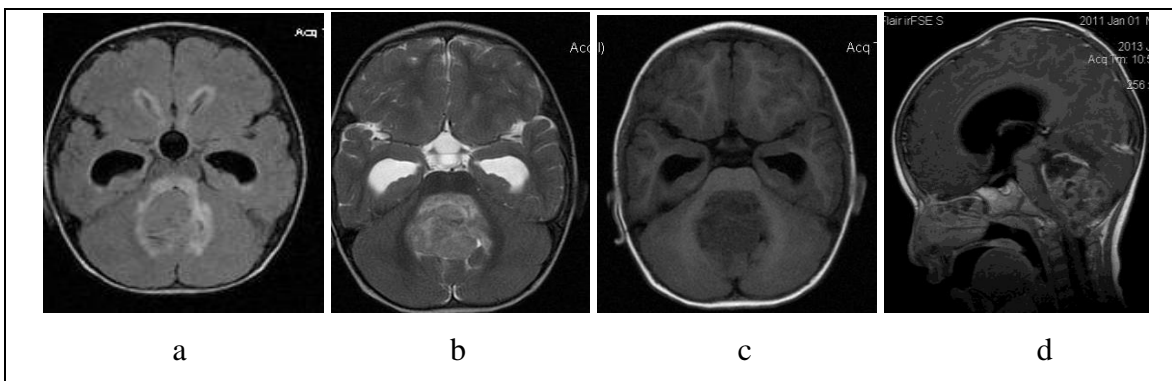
Proces ekspanziv heterogjen (Ependimomë anaplastike), masive intraventricular prezentohet në v. IV, me shtrirje edhe në foramen Magendi, transforaminal, paramedular, RM,sekv T1 post GD në planin sagital (d) me obstrukcion të tërësishëm të qarkullimit të LCS dhe hidroscefalus treventrikular, me edemë periventriculare evidente. FLAIR dhe T2 (a, b): Procesi ka strukturë heterogjene, me segmentet solide-vitale, që përforcojnë shumë kiv, si dhe me diferencim të komponentës cistikonektrotike. Evidente edhe edema peritumorale e moderuar.
